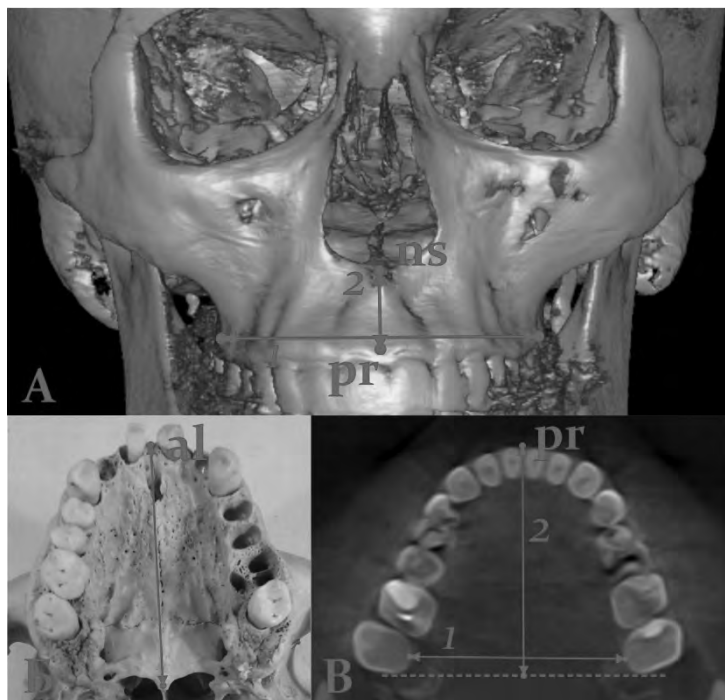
Визначення лінійних параметрів (розмірів) верхньої щелепи: А – 3D реконструкція у фронтальній площині (1 – ширина коміркової дуги; 2 – висота коміркового відростку); Б – кістковий препарат у горизонтальній площині (вимір довжини піднебіння); В – КТ у горизонтальній площині (1 – ширина піднебіння; 2 – довжина коміркової дуги)
